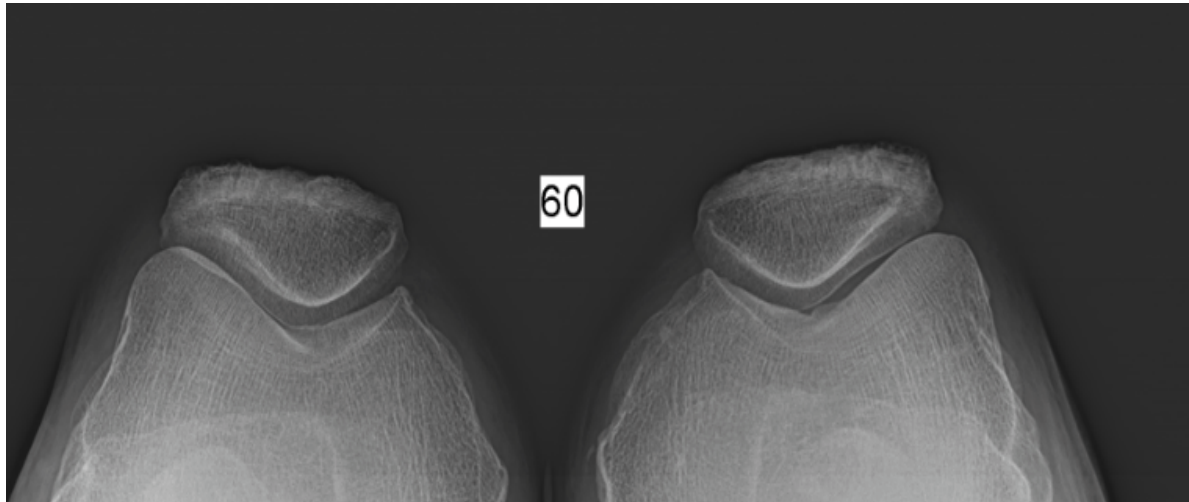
Radiographie standard en incidences axiales fémoro-patellaires de l'articulation du genou, jambe fléchie sur cuisse à 60°
